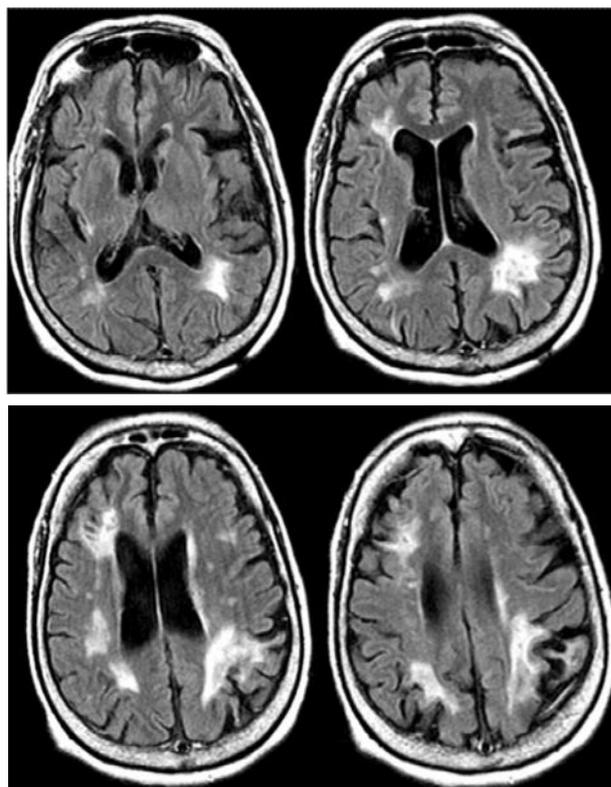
Imagens de ressonância magnética de crânio, em sequência axial Flair, da paciente relatada. Exame realizado em 2008, cujo laudo evidenciou áreas de infartos lacunares junto a cabeça do núcleo caudado à esquerda e tálamo à direita.
